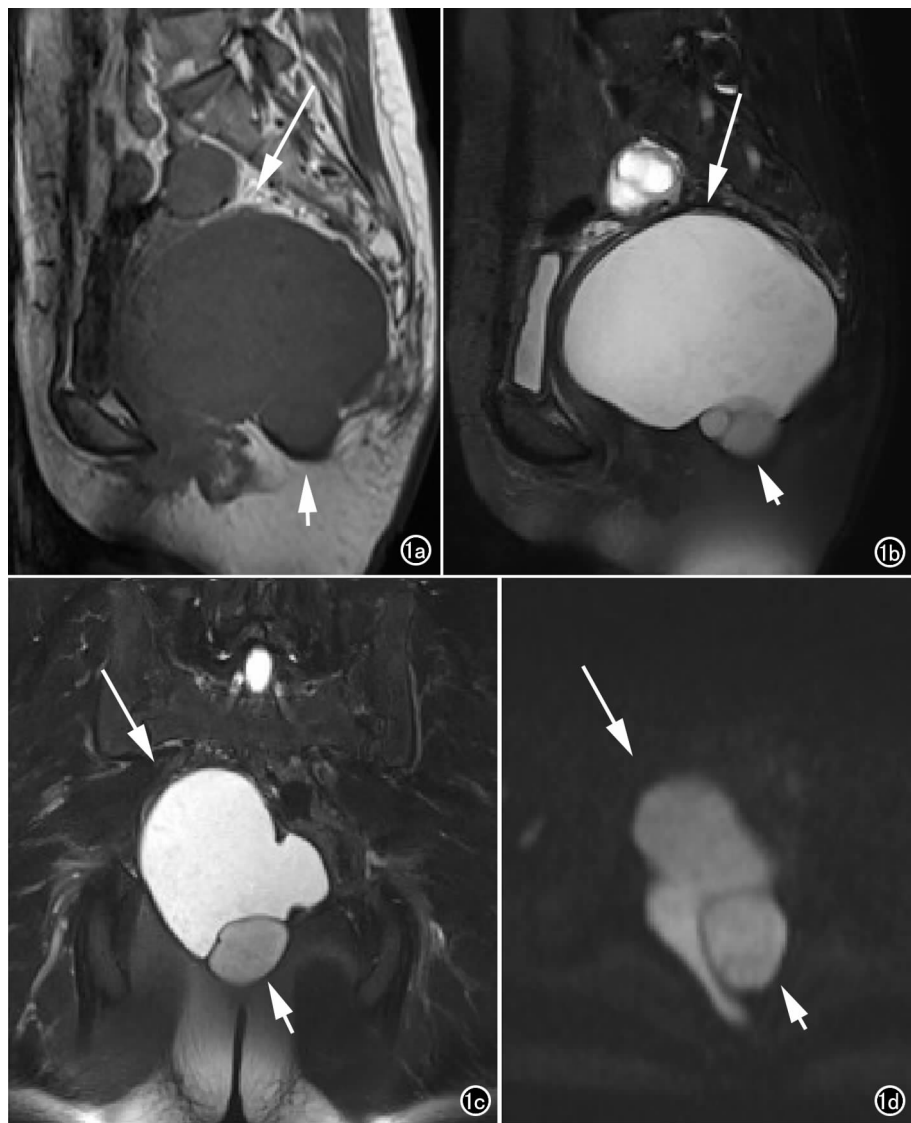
盆腔内可见巨大的囊性病变(箭), T₁WI 呈低信号, 压脂 T₂WI 呈高信号, DWI 病变扩散受限。其下方可见 3 个小类圆形囊性病变(短箭), T₁WI 呈低信号, 压脂 T₂WI 较巨大囊肿信号低。巨大囊肿上方偏右侧可见多个类圆形 T₁WI 低信号, 压脂 T₂WI 高信号。a) 矢状面 T₁WI; b) 矢状面压脂 T₂WI; c) 冠状面压脂 T₂WI; d) 轴面 DWI。
